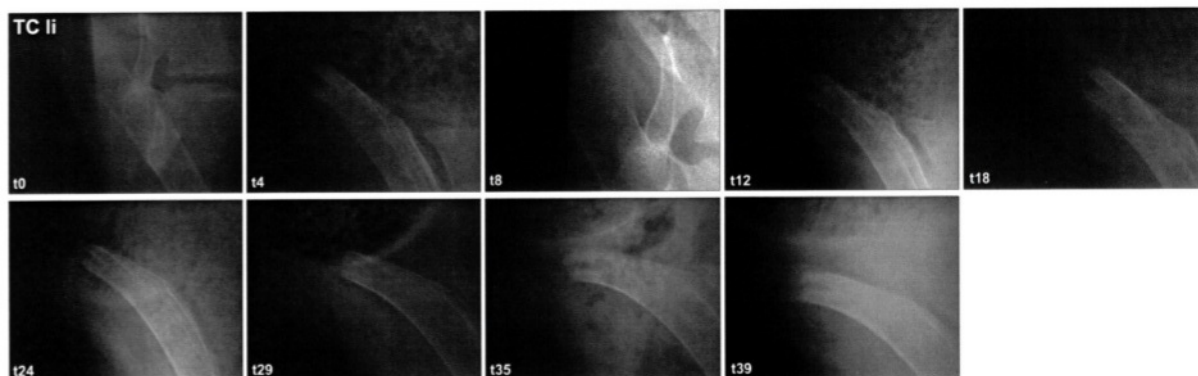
Röntgenologische Befunde Tier 91758 des linken Tuber coxae (TC li) über den Zeitraum von t0 sowie 4, 8, 12, 18, 24, 29, 35 und 39 postoperative Wochen, [t (Zeit) in Wochen]. Hier wurde ein unbesiedelter Polyurethanschaum verwendet (Quelle: Freytox GmbH).
